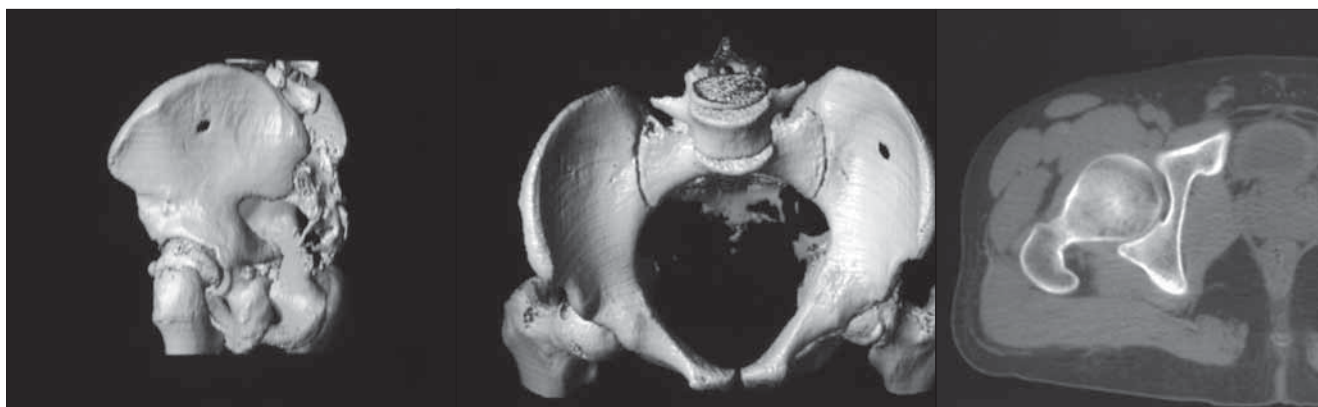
КТ с 3-D реконструкцией после удаления металлоконструкции
